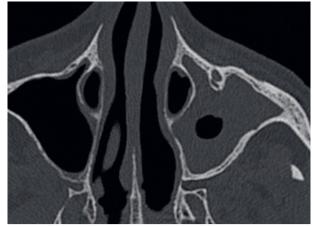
Sinusite chronique Coupe TDM axiale : épaississement muqueux en cadre maxillaire gauche avec ostéosclérose de la paroi sinusienne traduisant une sinusite chronique.
